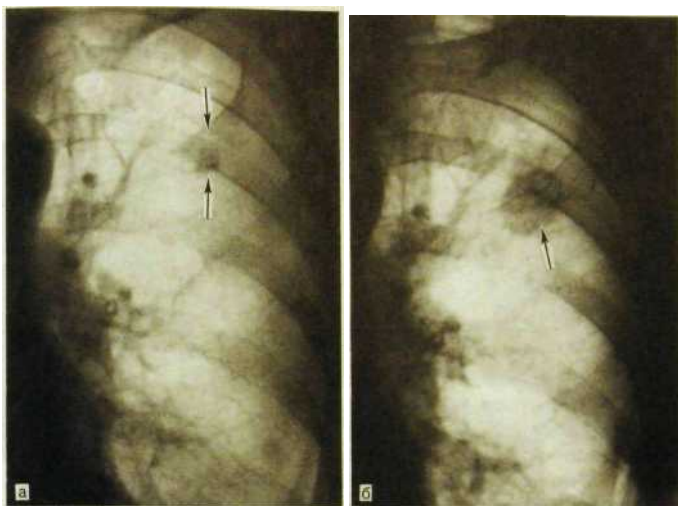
47. Фрагменты рентгенограмм легких одной и той же больной.
